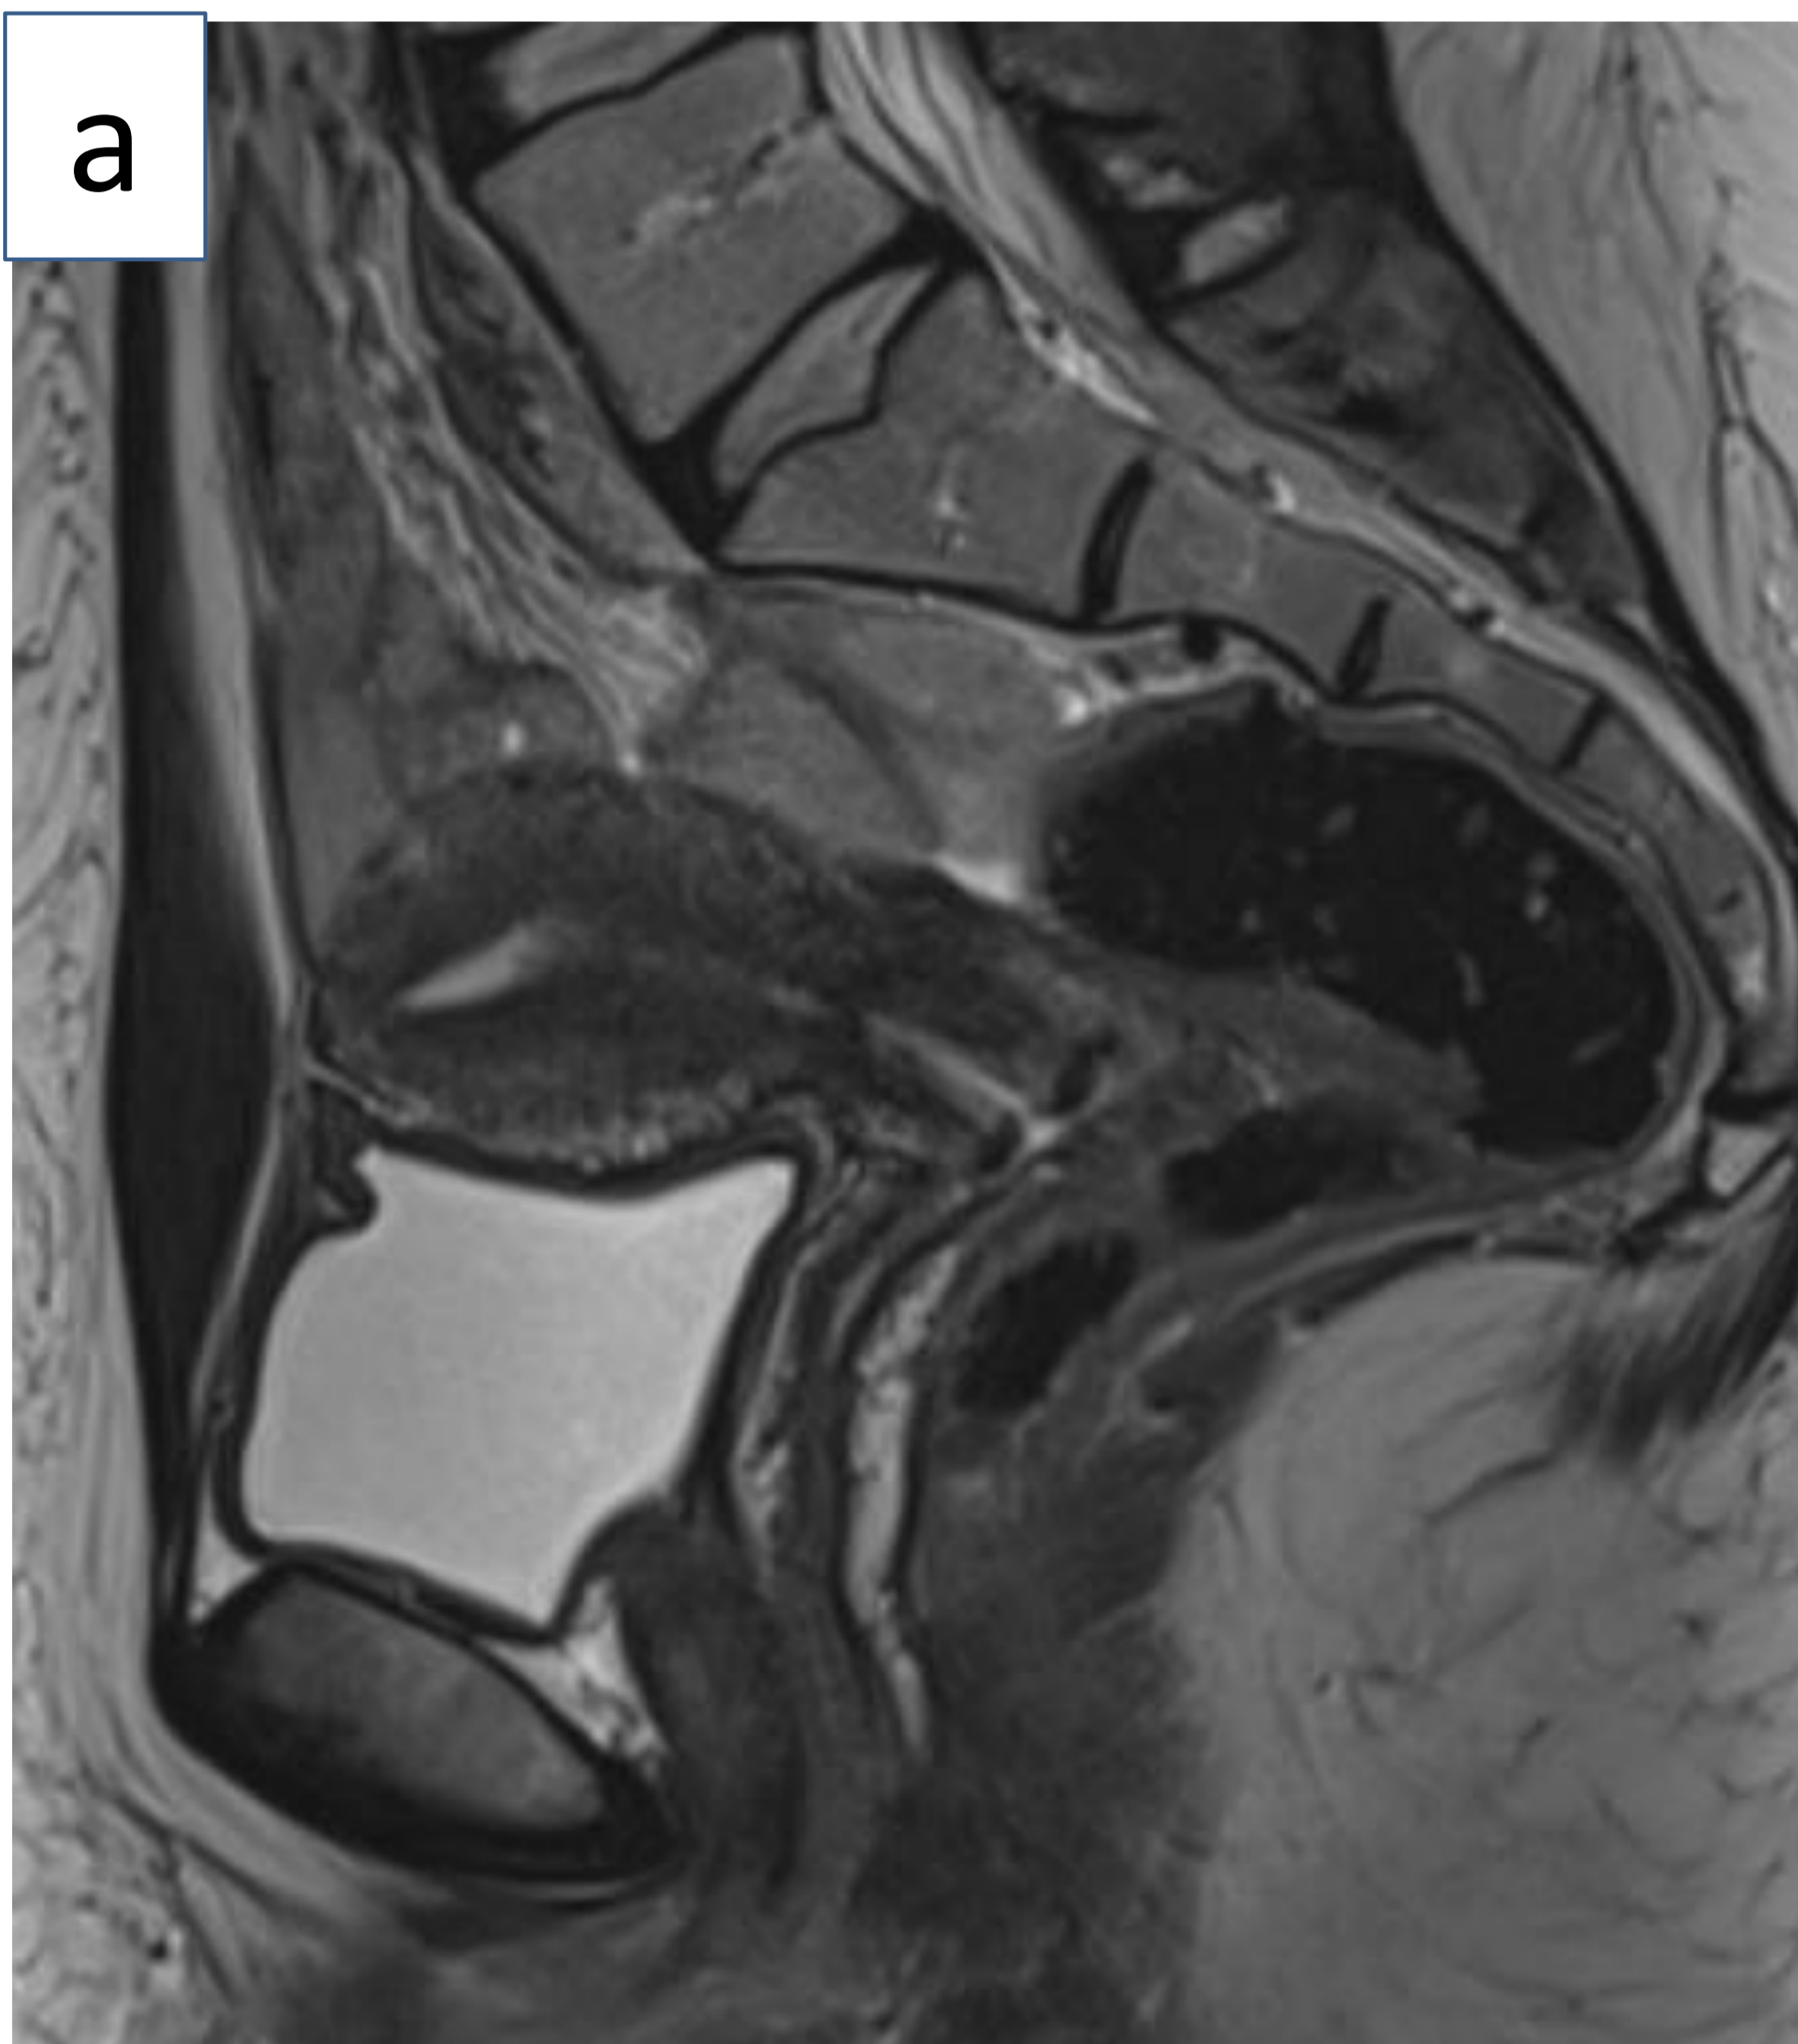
Imágenes de RM de una paciente con cáncer de cérvix estadio IA. (a) Corte sagital en secuencia T2 en la que se observa una anatomía cervical y uterina sin alteraciones. (b) Corte axial en secuencia T2 en la que se puede identificar cuello uterino con morfología e intensidad de señal normales. (Servicio de Radiodiagnóstico del Hospital Universitario de Basurto)
